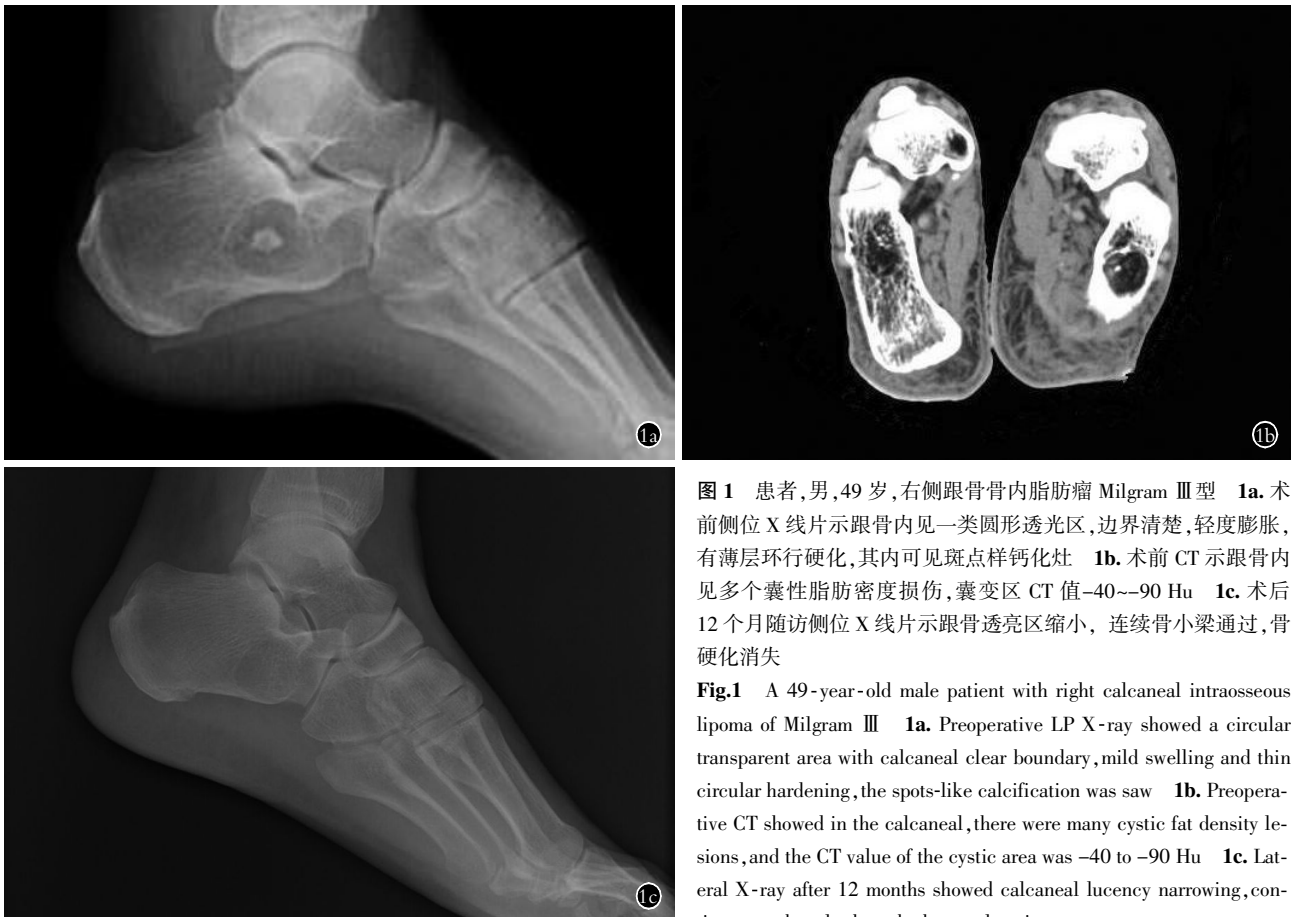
患者, 男, 49 岁, 右侧跟骨骨内脂肪瘤 Milgram III 型 1a. 术前侧位 X 线片示跟骨内见一类圆形透光区, 边界清楚, 轻度膨胀, 有薄层环形硬化, 其内可见斑点样钙化灶 1b. 术前 CT 示跟骨内见多个囊性脂肪密度损伤, 囊变区 CT 值-40~-90 Hu 1c. 术后 12 个月随访侧位 X 线片示跟骨透光区缩小, 连续骨小梁通过, 骨硬化消失
